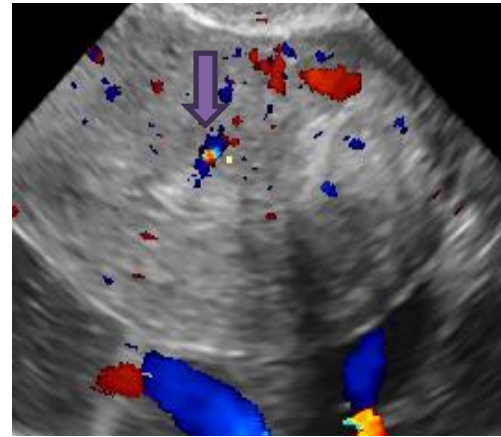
Сосудистая ножка ПЭ, 2D-УЗИ.
